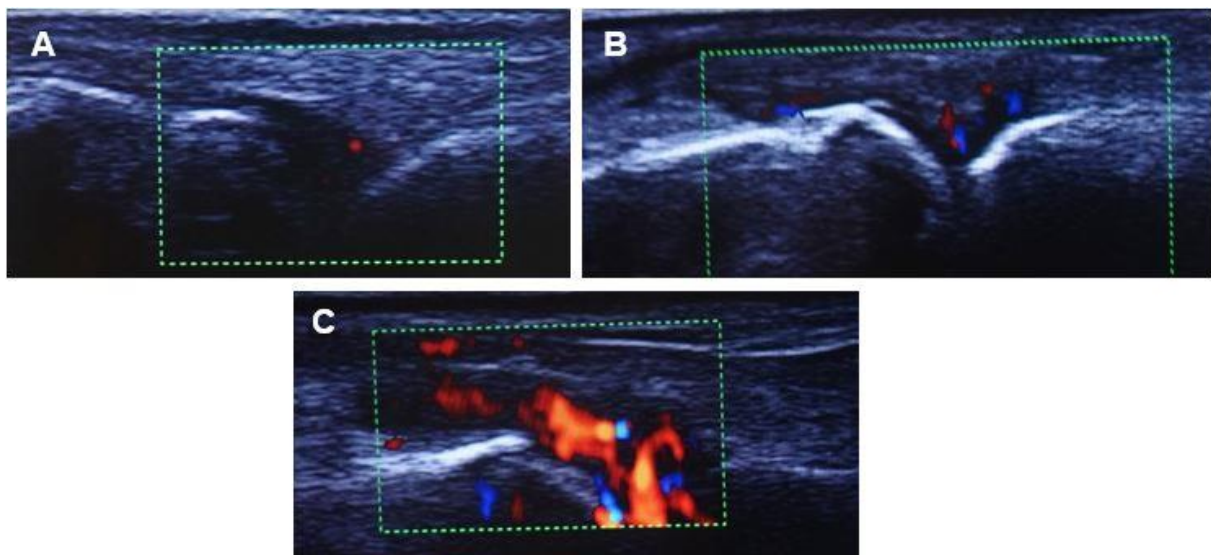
Pathologien im Powerdoppler-Ultraschall
